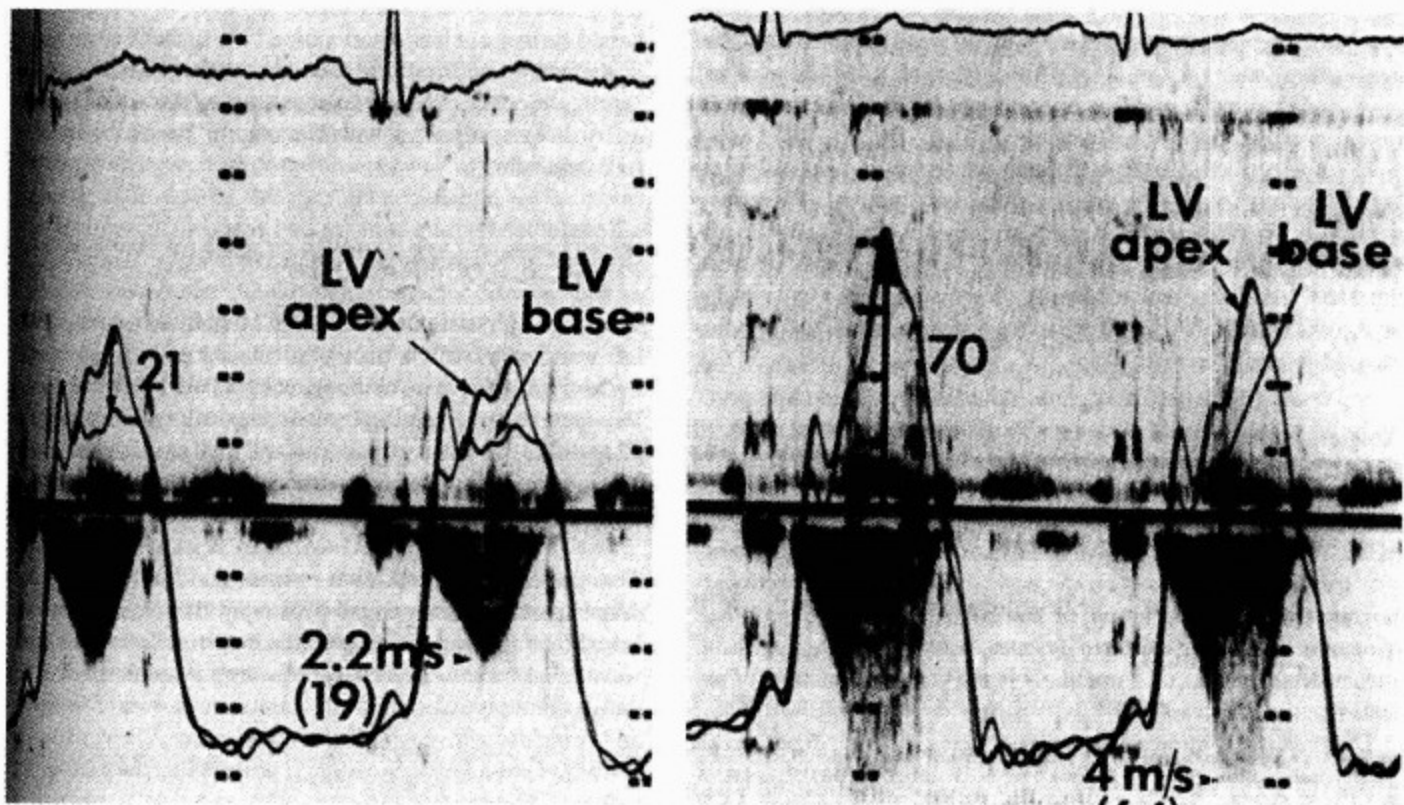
瞬时多普勒超声心动图和心导管检查显示左心室流出道梗阻的动力性特点
